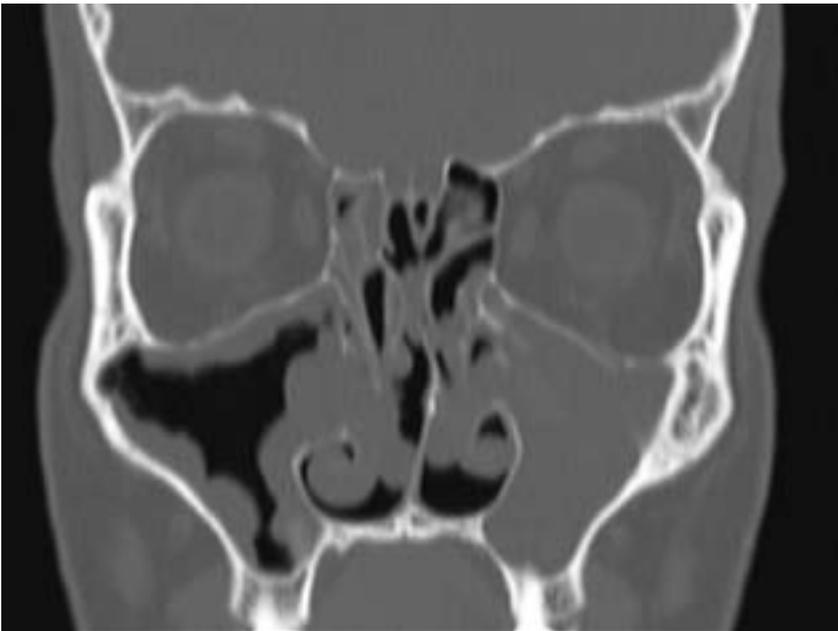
C: TC assiale: poliposi nasale monolaterale sinistra: polipo antro-coanale
